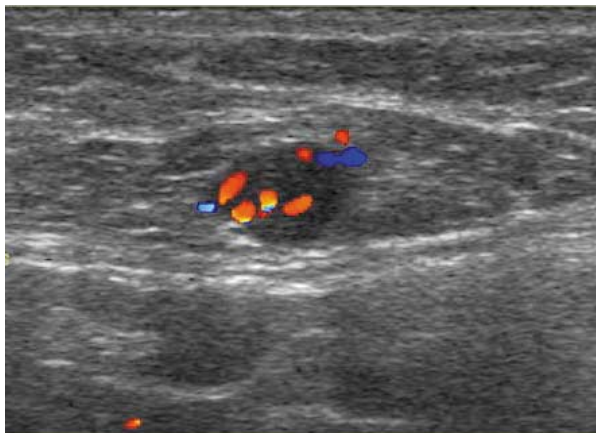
Ultrasonographic findings of metastatic axillary lymph node. This lymph node was not palpable. But, this round lymph node had increased vascular flow at perinodal area and cortex on doppler examination and did not display hilar structures.
